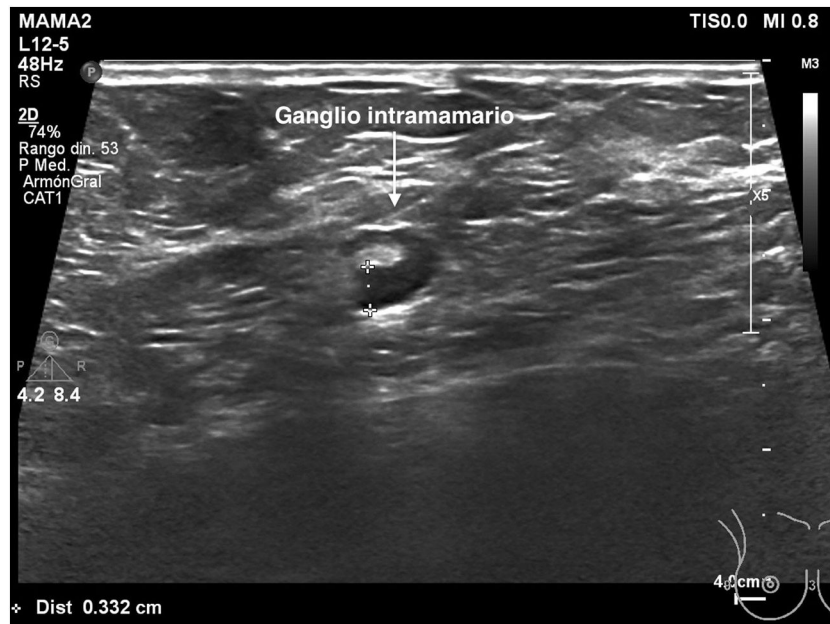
Ganglio intramamario en la ecografía inicial.
